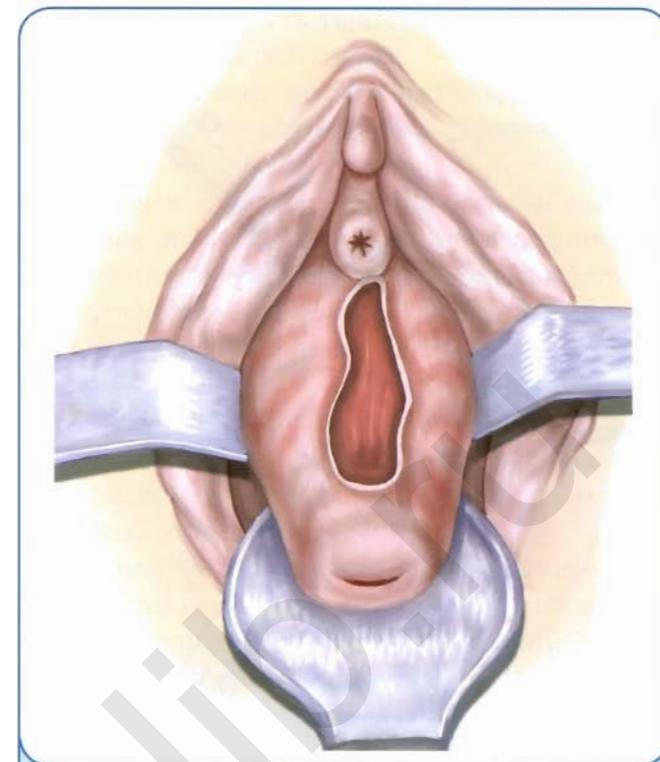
Пузирно-влагалищный свищ
